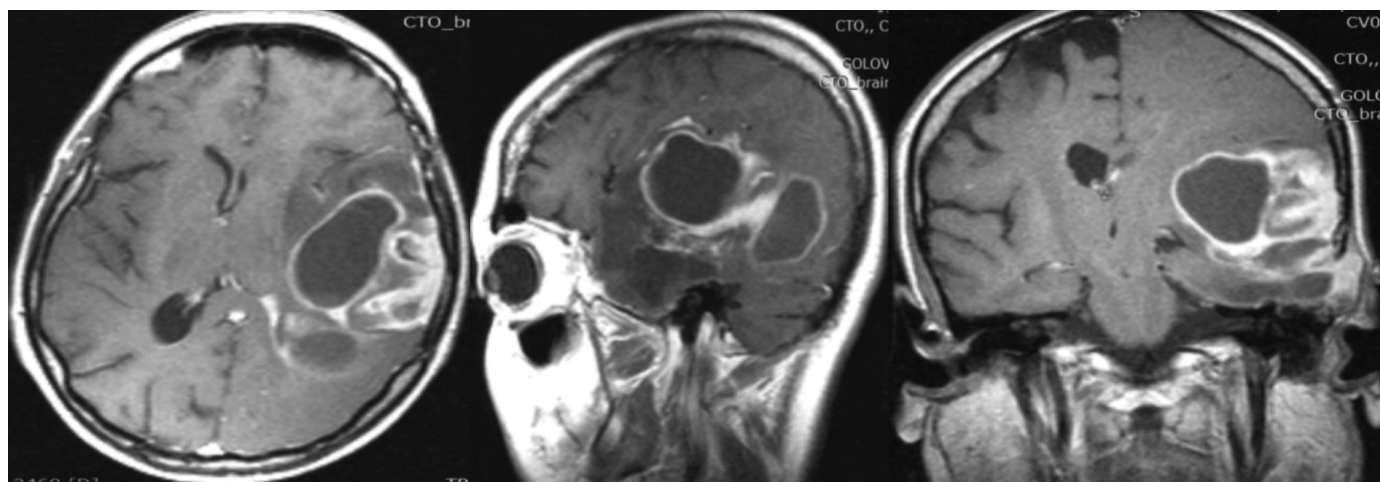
Примитивная нейроэктодермальная опухоль. МРТ, T_1 ВИ с контрастированием.
